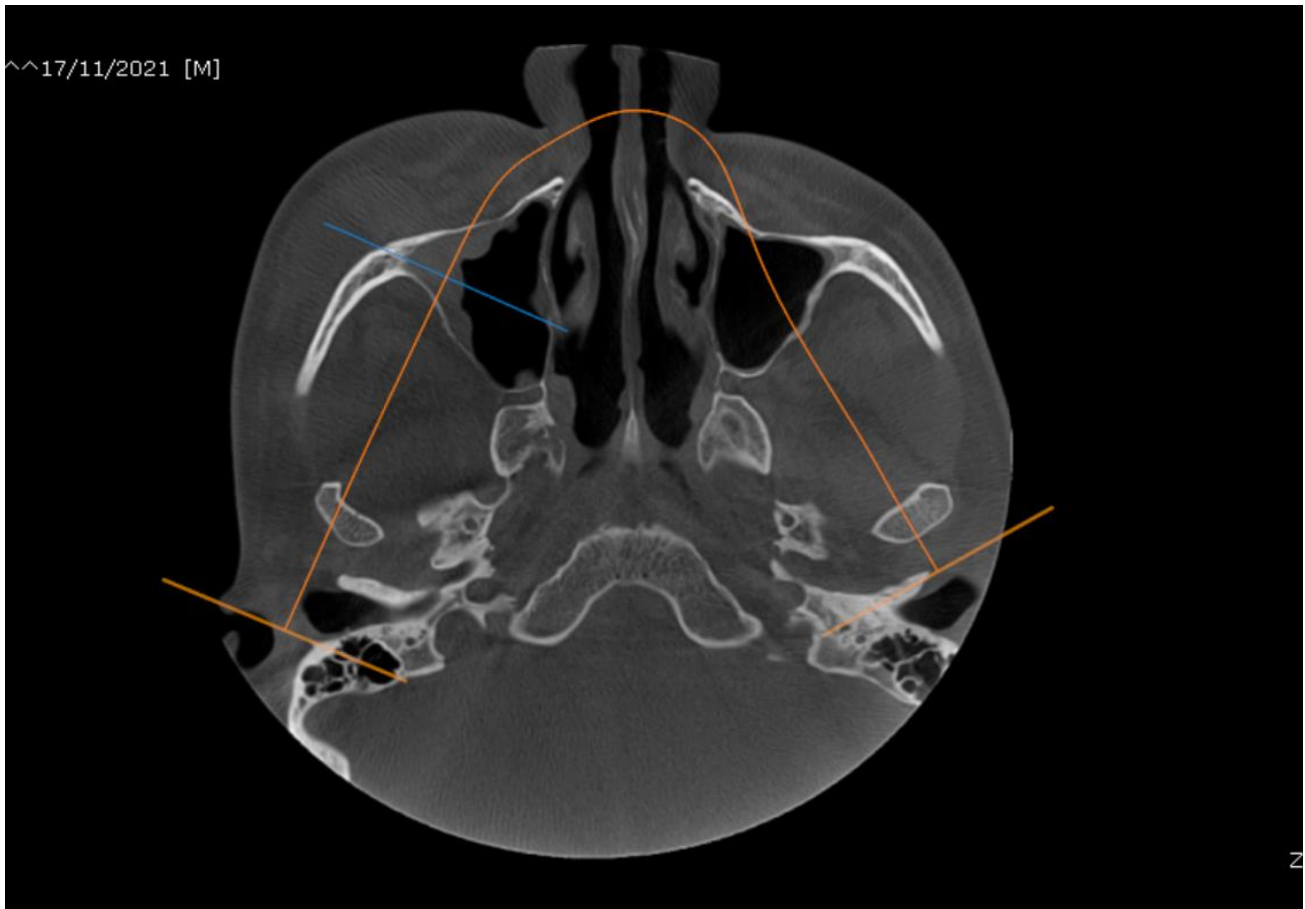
Tomografía axial computarizada
